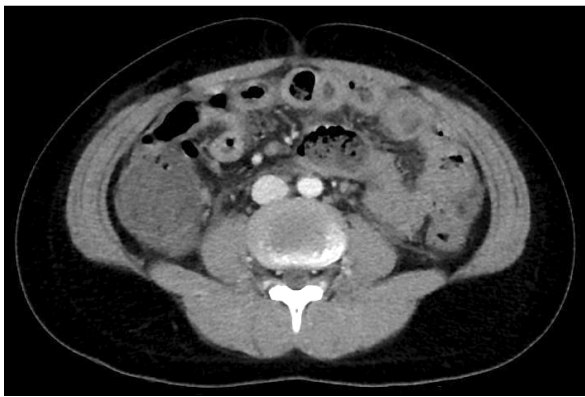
Abdomen CT showed diffuse wall thickening of the small and large bowel.
